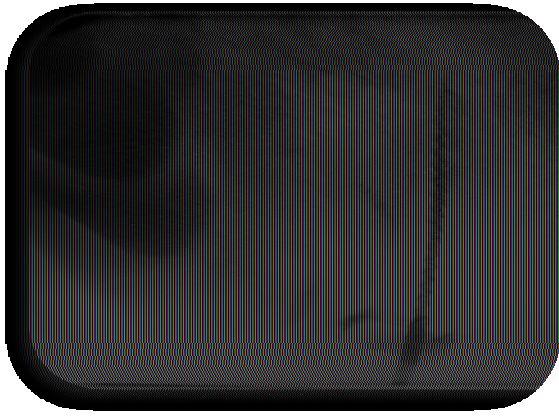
radiographie peropératoire (lime en place) sur la 22
